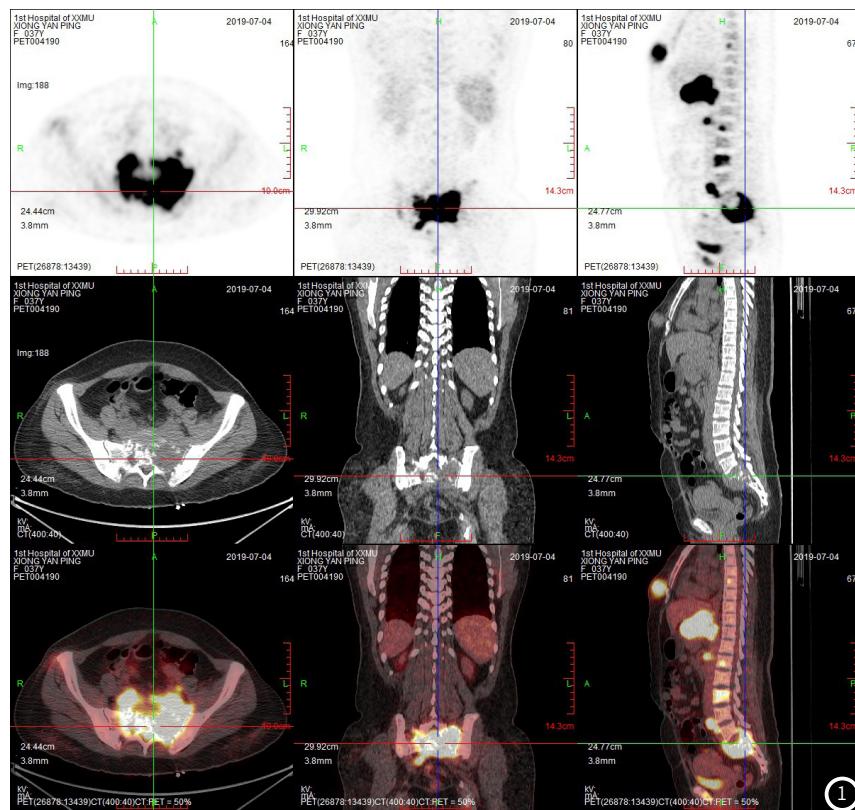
1例DLBCL骨髓浸润患者¹⁸F-FDG PET/CT影像资料。
